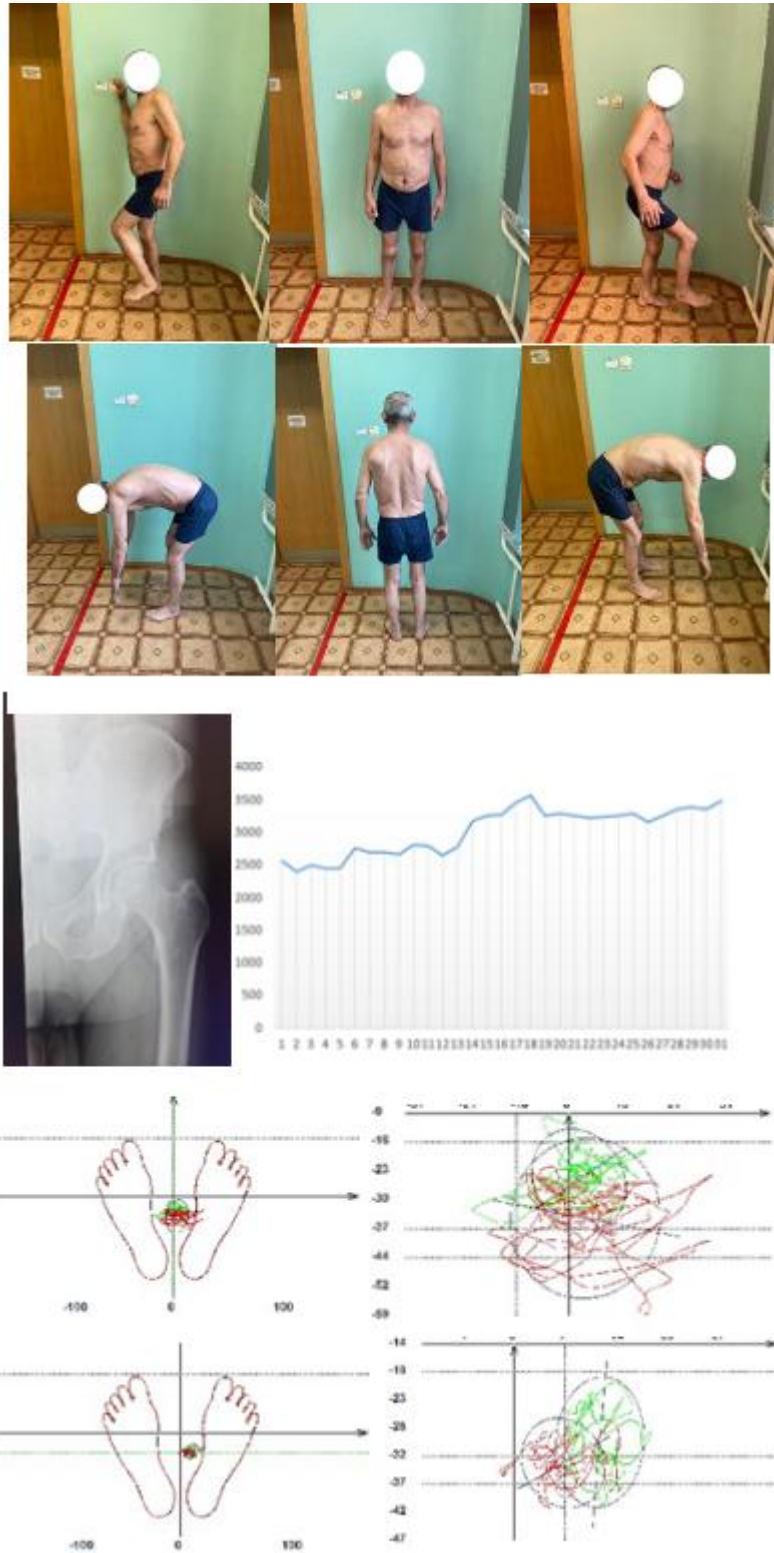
Пациент 3., ♂ 1958 года рождения, диагноз: Остеоартрит правого тазобедренного сустава II ст. Ортопедический статус, рентгенограмма правого ТБС; данные функциональной активности; ОЦД и статокинезиограмма.
